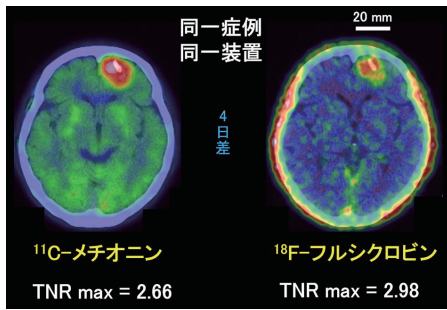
合成アミノ酸PETと¹¹C-メチオニンPETの比較画像。TNR; tumor-to-normal tissue ratio(腫瘍-対側正常組織比)。
